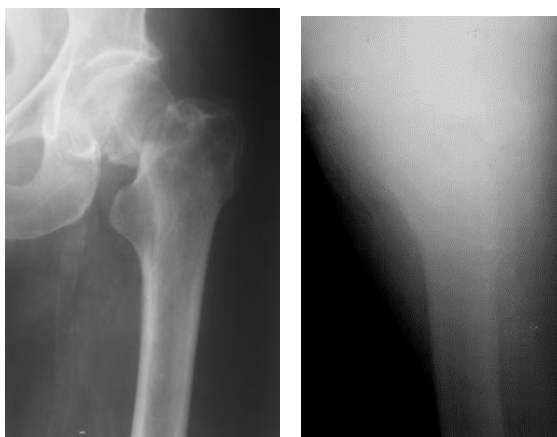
Рентгенограммы перелома у больной К., (и/б №106580)
